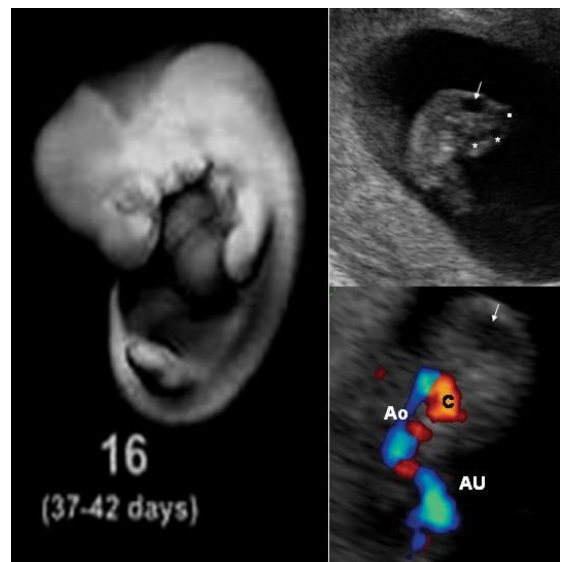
Estadío 16, finales de la séptima semana de amenorrea, en el embrión podemos identificar el romboencéfalo (flecha), y tres pequeñas vesículas (puntos blancos) que de atrás hacia delante son el mesencéfalo, el diencéfalo y el telencéfalo. El Doppler Color pone en evidencia el corazón (C), la Aorta (Ao) y la Arteria Umbilical (AU).
